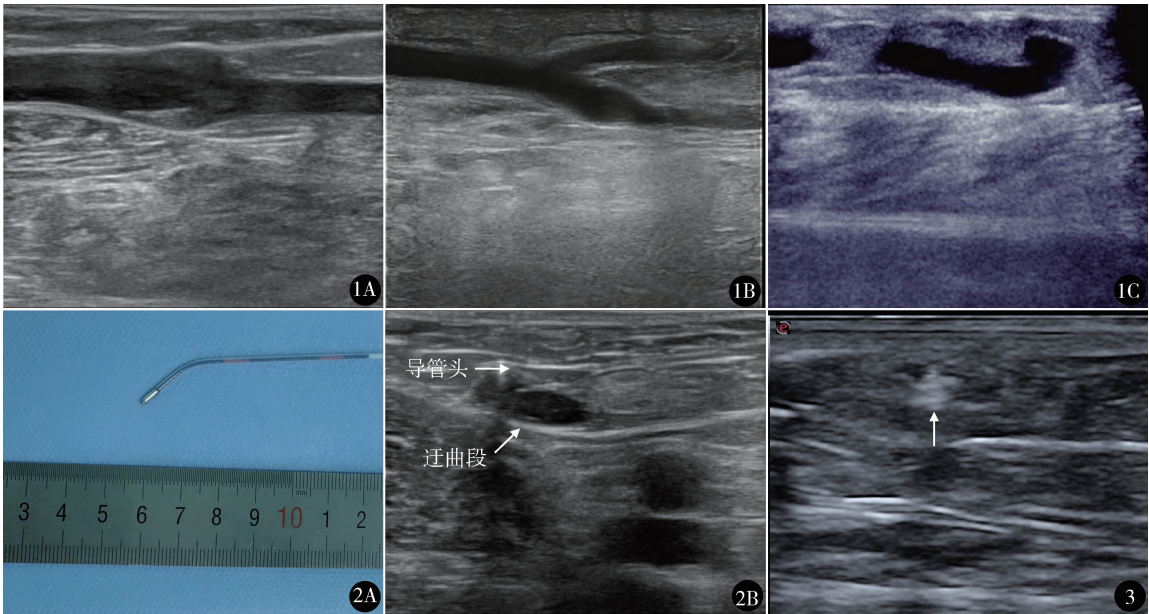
A. 岛状型, 由于大隐静脉主干局部瘤样扩张形成; B. 分支型, 多为主干存在的属支或穿支静脉; C. 迂曲型, 由于大隐静脉本身走行迂曲形成 图 2 A. 塑形后的射频导管; B. 超声示导管头端与大隐静脉迂曲段关系 图 3 超声示大隐静脉主干内高回声闭合, 无血流信号
